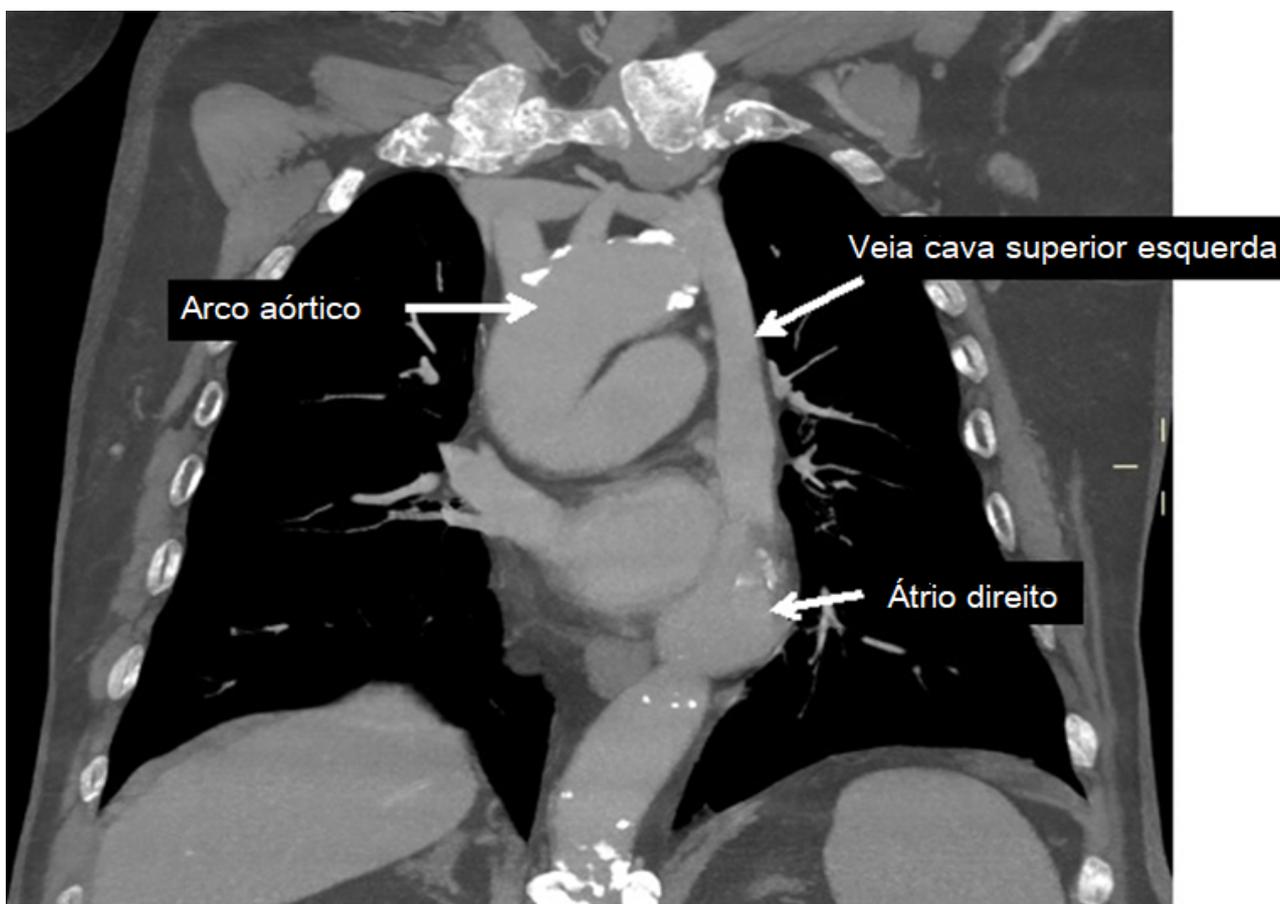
TC: Imagem Coronal MPR MIP. A VJI direita continua para a esquerda onde recebe a VJI esquerda para formar uma veia cava superior do lado esquerdo.
